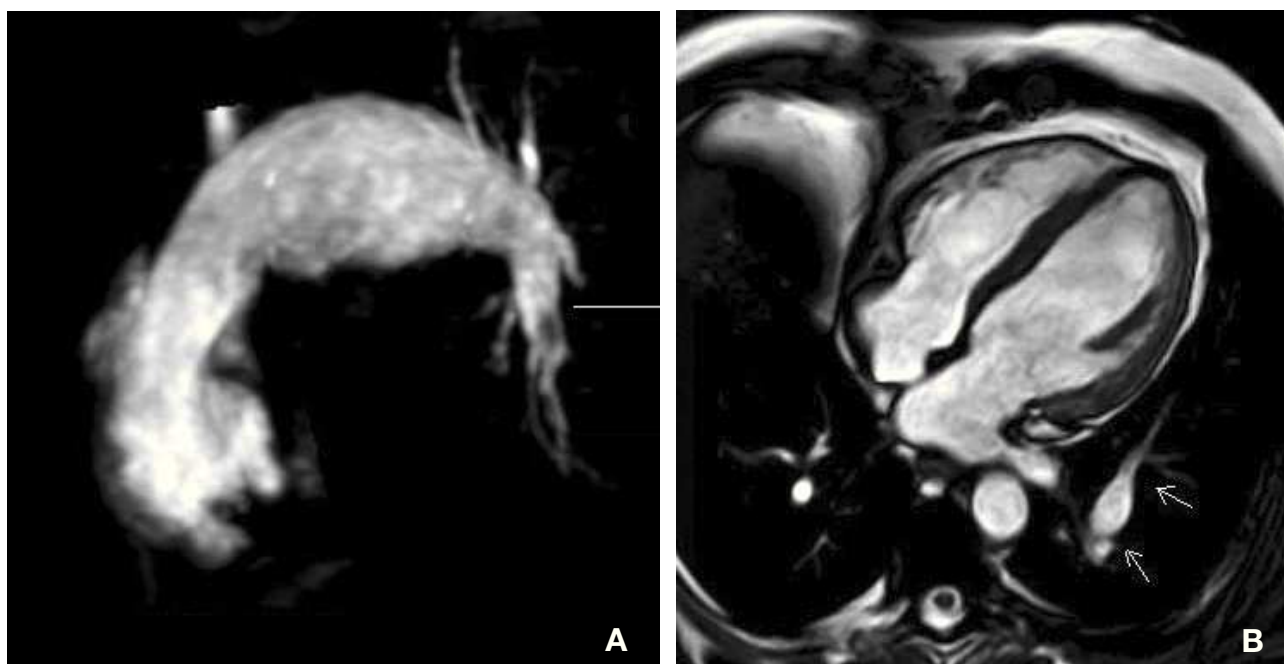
Angiorresonancia de tórax donde se observa la dilatación del tronco de la arteria pulmonar y su rama izquierda. A: T1 corte axial. B: reconstrucción MPR axial.
